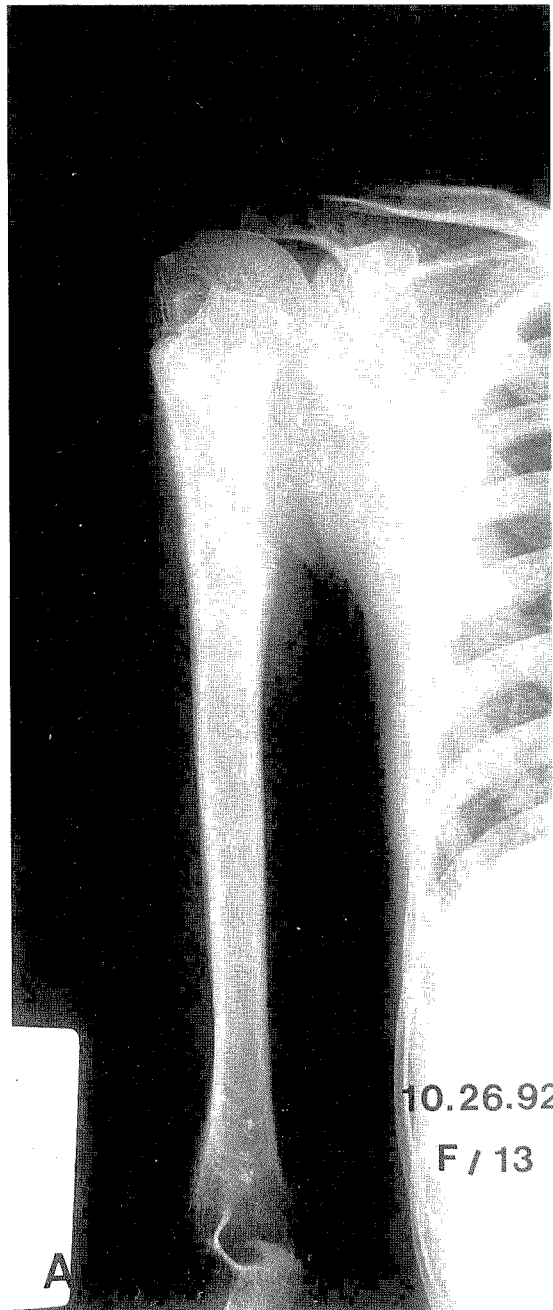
a. Radiograph of a girl, aged 13 years, who had a osteosarcoma in the right proximal humerus.
